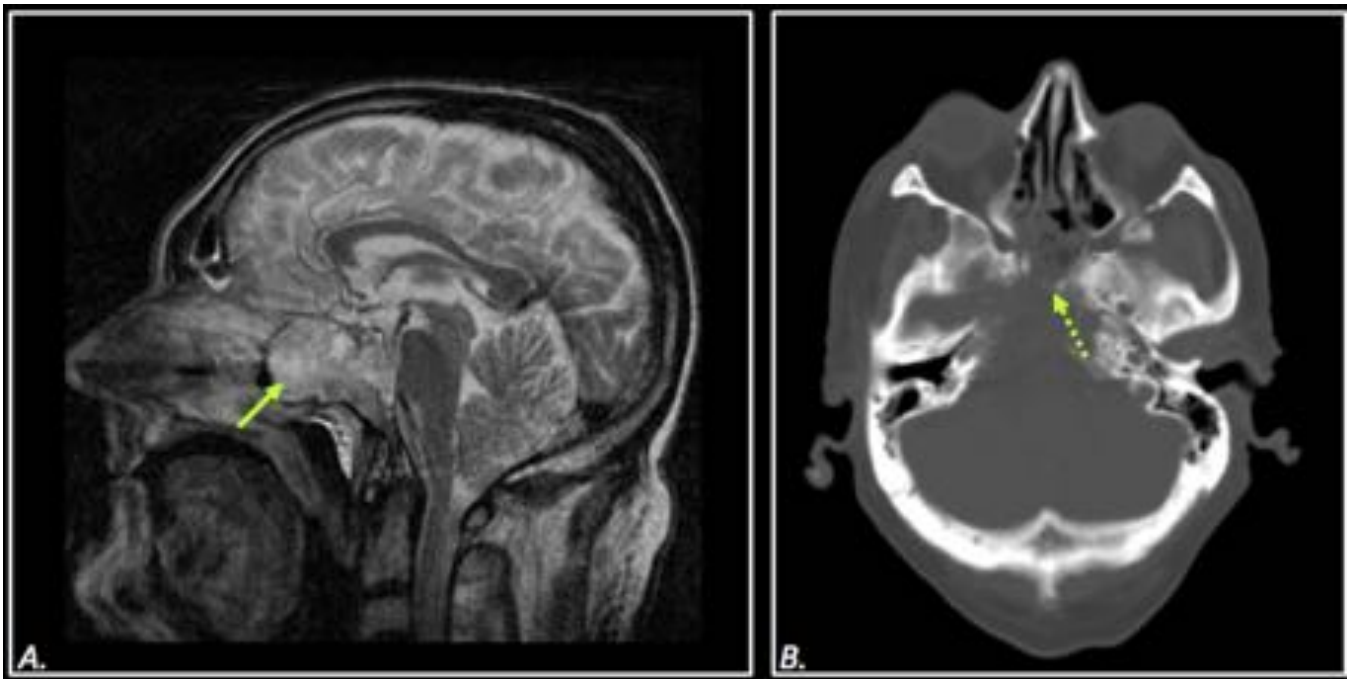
Hombre de 64 años con adenocarcinoma de pulmón de reciente diagnóstico. Se estudia debido a cefalea y diplopía binocular. (A) RM-T2 sagital y (B)TC craneal. Masa infiltrativa (flecha continua) en fosa craneal media con osteolisis e invasión de la nasofaringe (flecha punteada).
